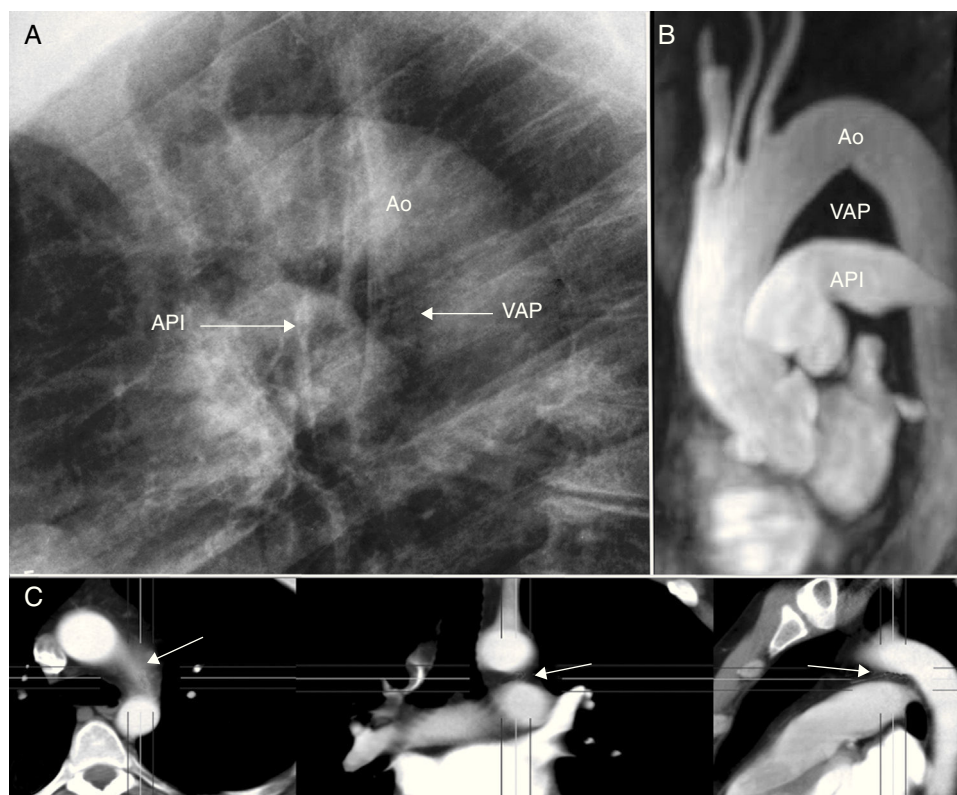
Ventana aortopulmonar. A) Radiografía lateral (RL) de tórax. Ventana aortopulmonar (VAP) situada por debajo del arco aórtico (Ao) y por encima de la arteria pulmonar izquierda (API). B) Angio-resonancia magnética en reconstrucción sagital que muestra los límites de la VAP. C) Reconstrucciones «promedio» de tomografía computarizada en los 3 planos del espacio de la VAP (flechas).
